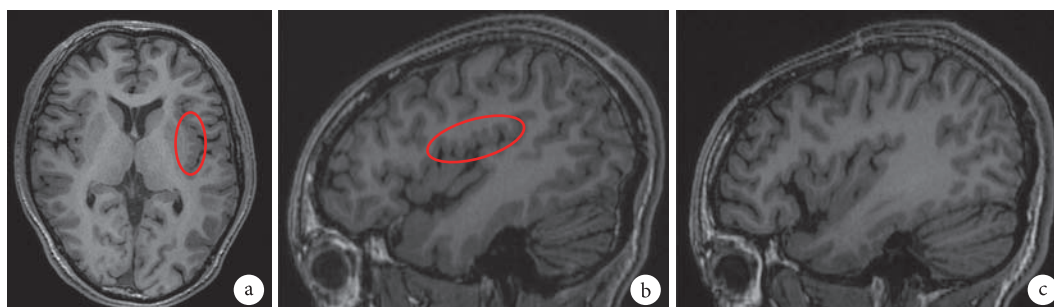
MRI 薄层扫描 3.0T 与右侧对比, 左侧岛叶后部及顶盖脑回较多、较细小, 考虑为左侧岛叶后部及顶盖局灶性多小脑回
